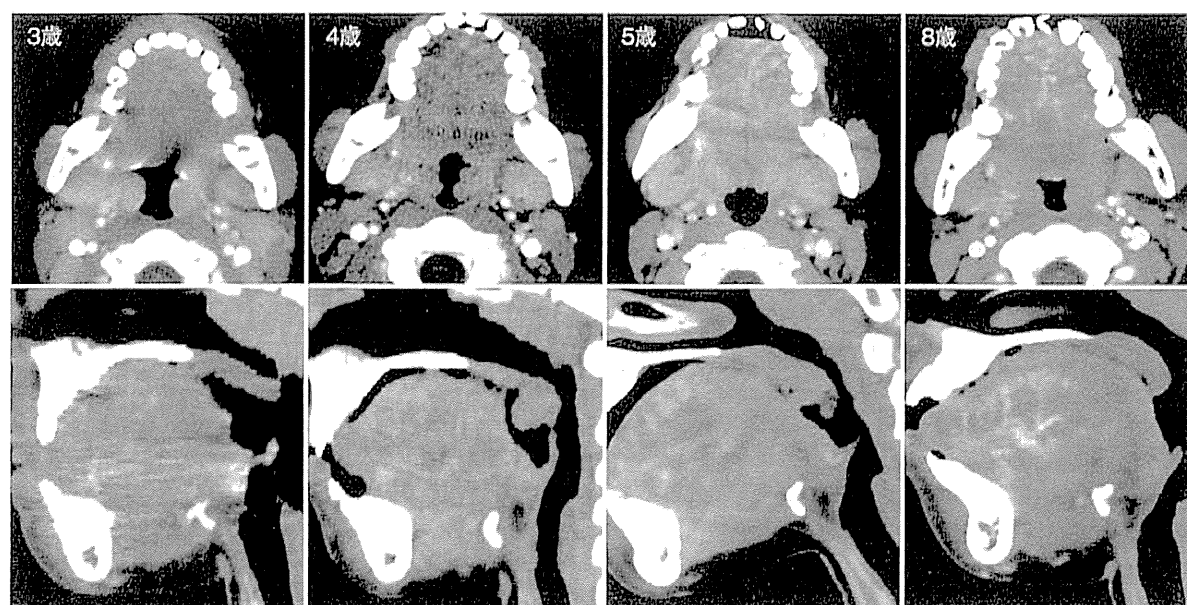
舌リンパ管腫内血管の経年変化 (造影 CT)
